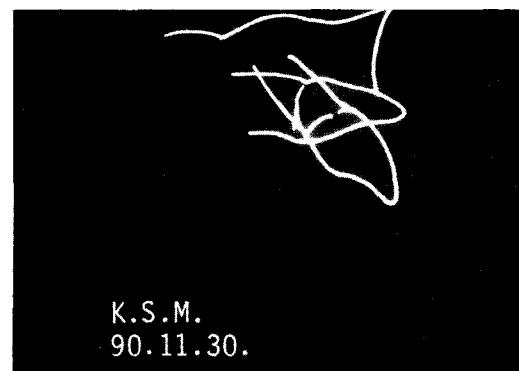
초진시 방사선 사진을 tracing한 그림
